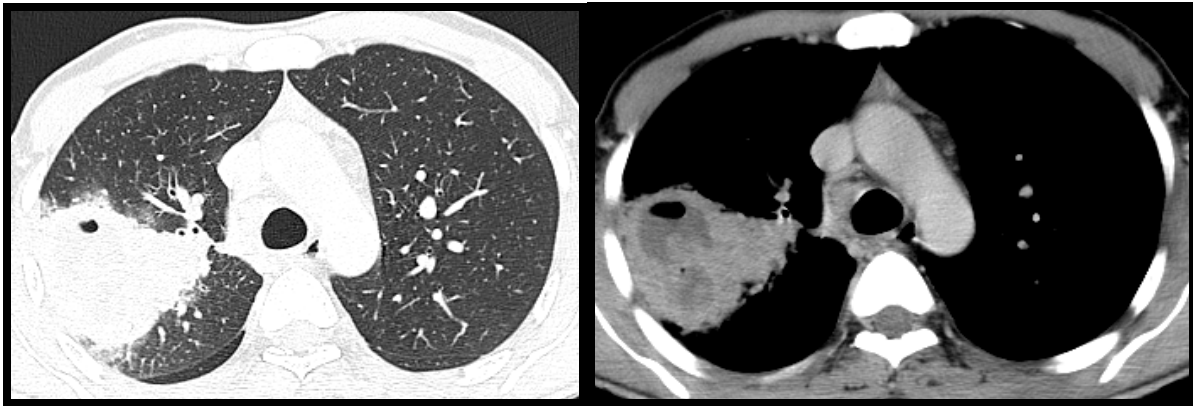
' : TDM thoracique, coupes axiales, fenêtre parenchymateuse et médiastinale, réalisée un mois après le premier scanner, vu l'extension de la lésion sur la radiographie standard chez le même malade, montrant l'évolution vers l'excavation de la lésion pseudotumorale.
